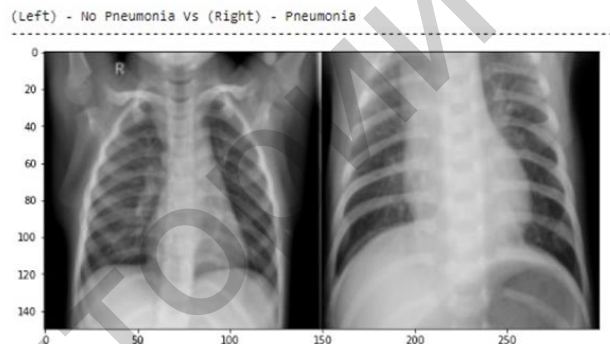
Пример классификации рентгеновских снимков
